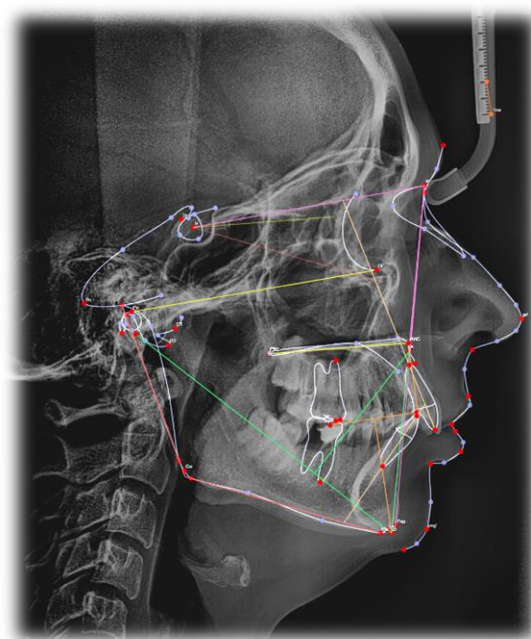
Телерентгенограмма пациента К., 29 лет.
